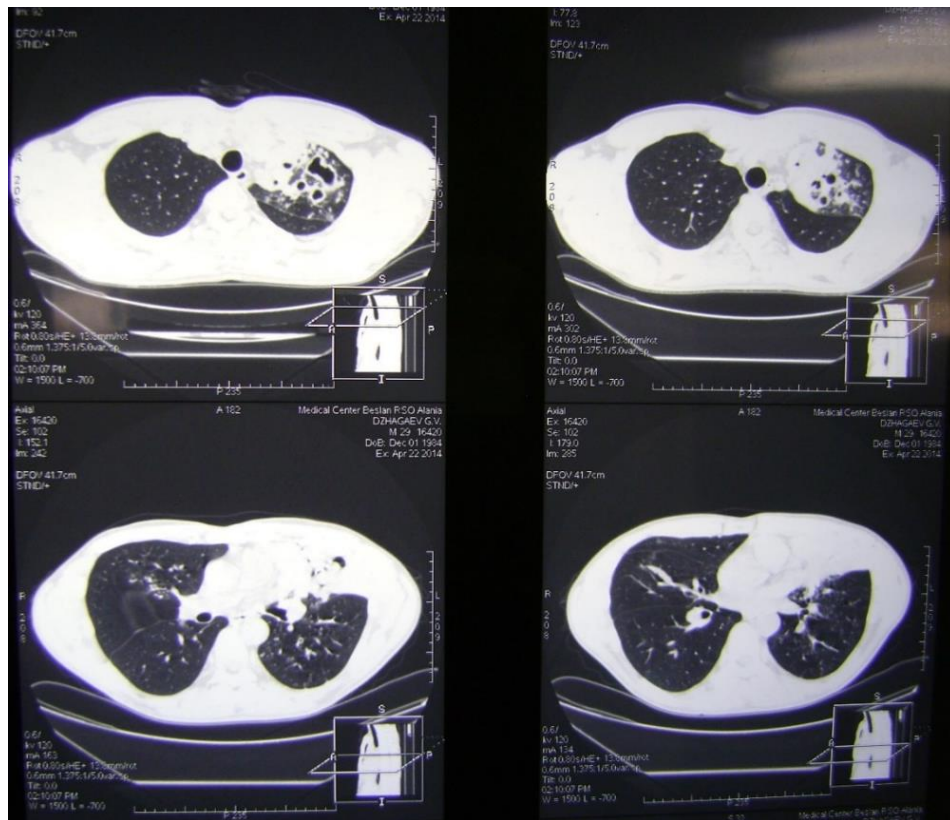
Компьютерная томография пациента Д. до хирургического лечения.
